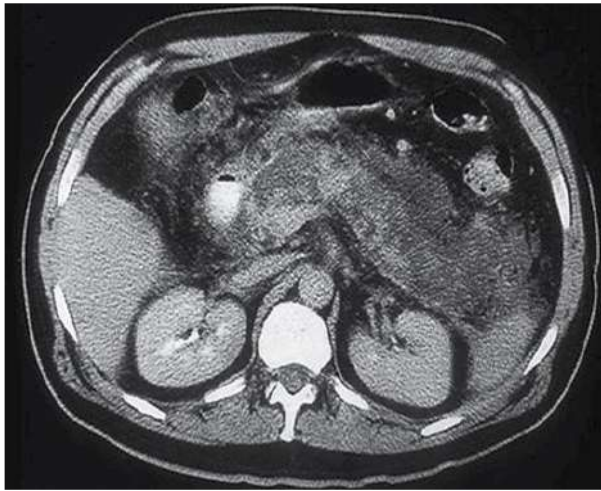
Комп'ютерна томограма: ГП, стадія E за Balthazar E
